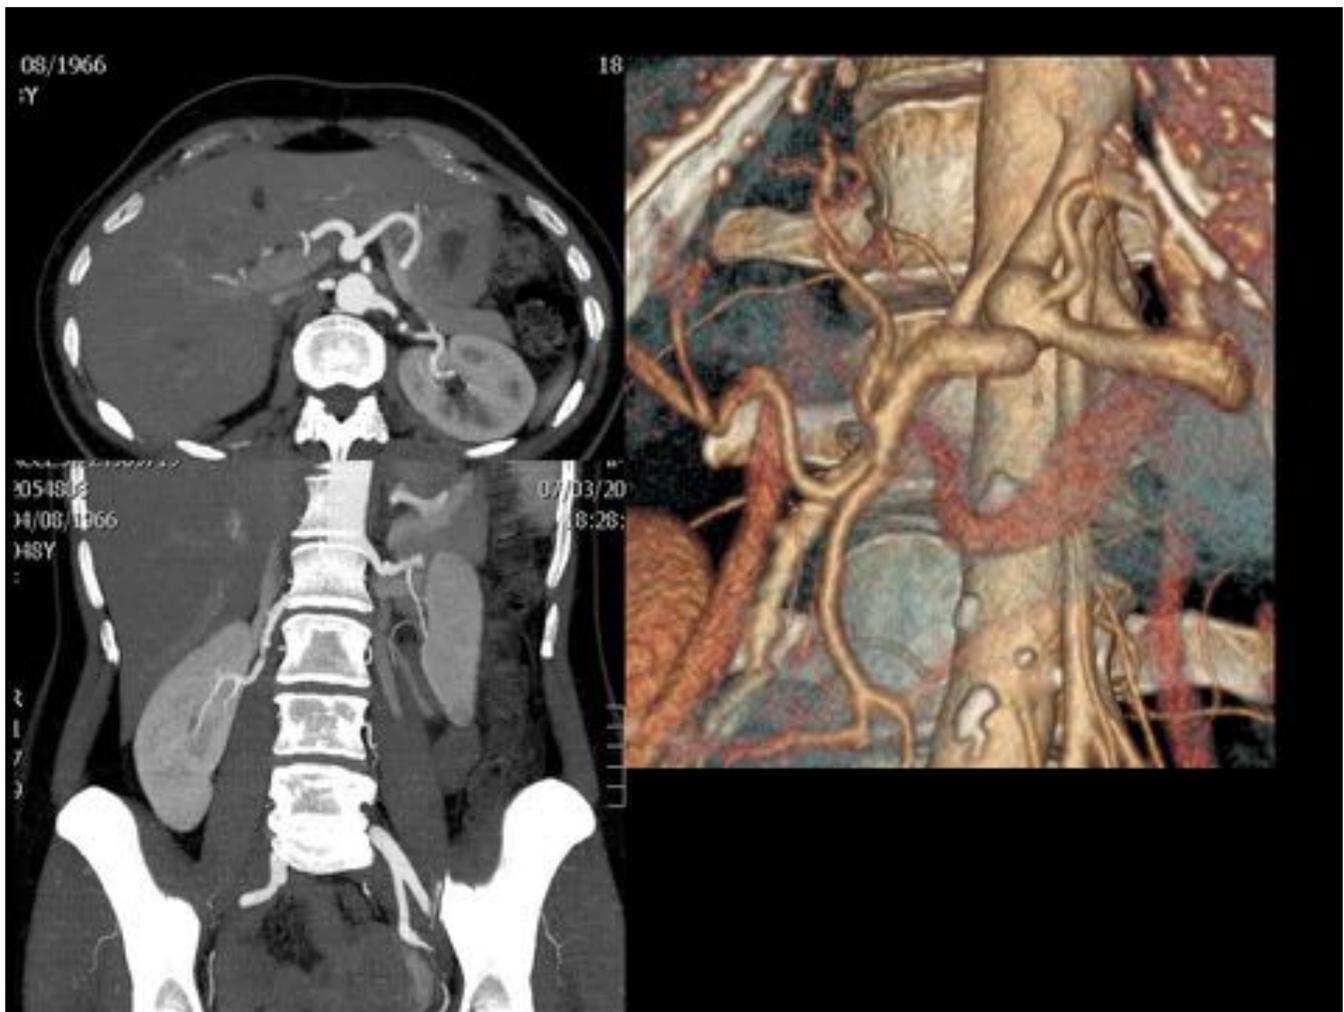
Mujer de 48 años a la que se le realiza ecografía abdominal por alteración de la analítica y se ve aneurisma del tronco celiaco. Angio-TC: aneurisma del tronco celiaco. Morfología arrosariada de ambas arterias renales.
